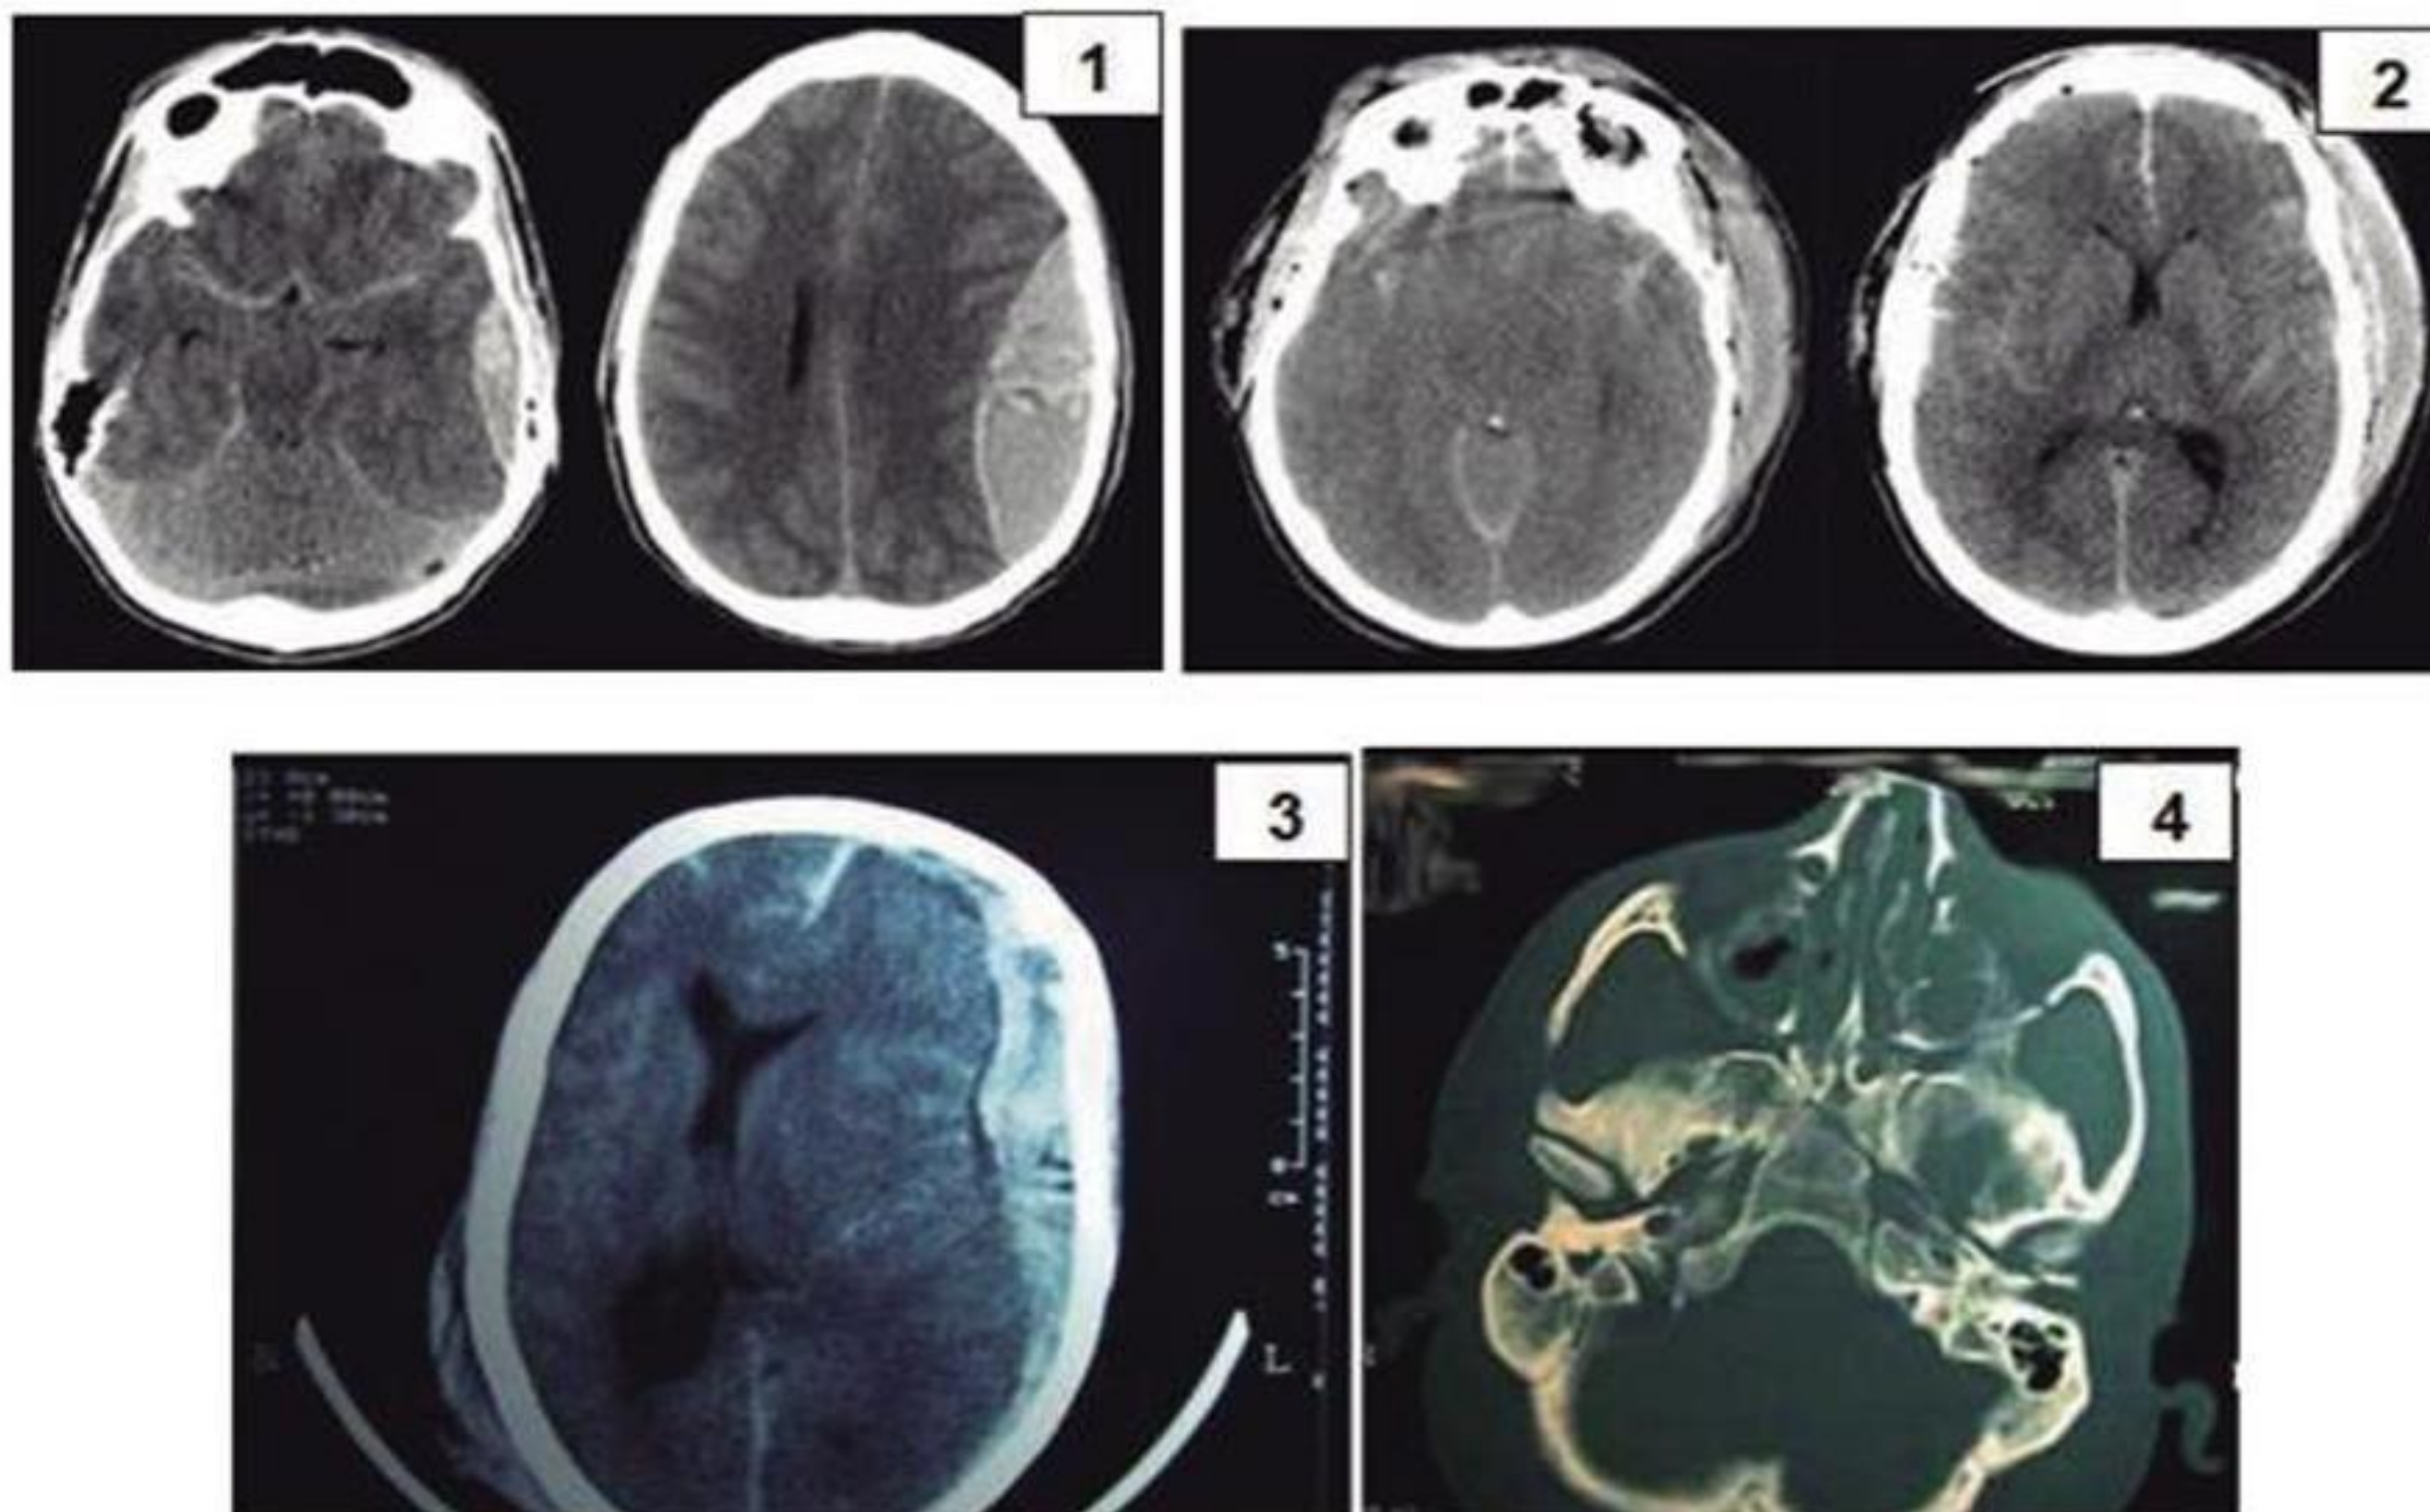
Imágenes de TAC de lesiones intracraneales: 1. Hematoma epidural 2. Edema cerebral difuso postraumático 3. Hematoma subdural 4. Fractura de la base del cráneo
